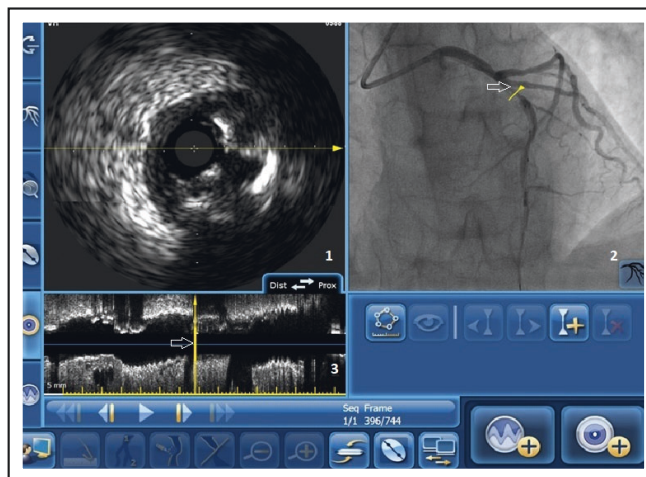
Окно ангио-ВСУЗИ-ко-регистрации станции SyncVision
